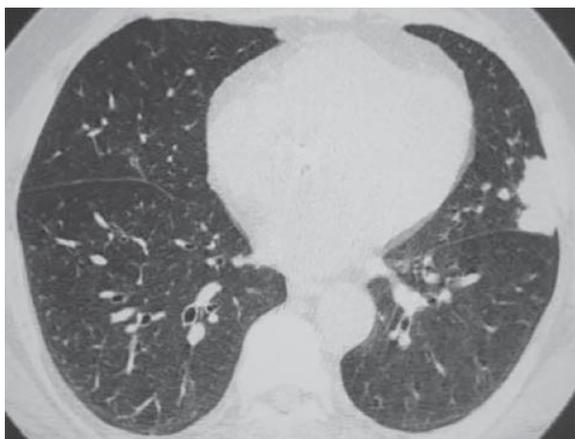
Узловая форма AL-амилоидоза легких. КТ ОГП: множественные округлые тени размером до 3 см с крупным субплевральным образованием в левом легком [6].
